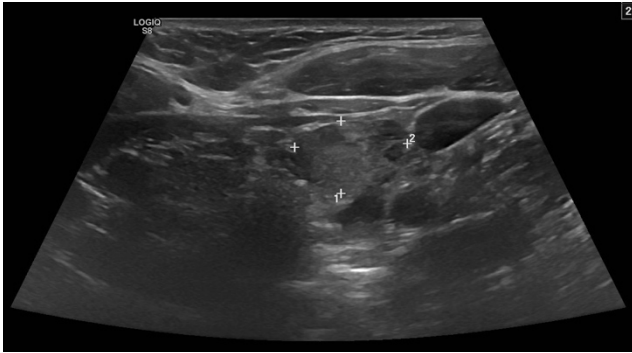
Ecografía que muestra lesión ocupante de espacio sólida en polo inferior del LTI compatible con adenoma paratiroideo.
